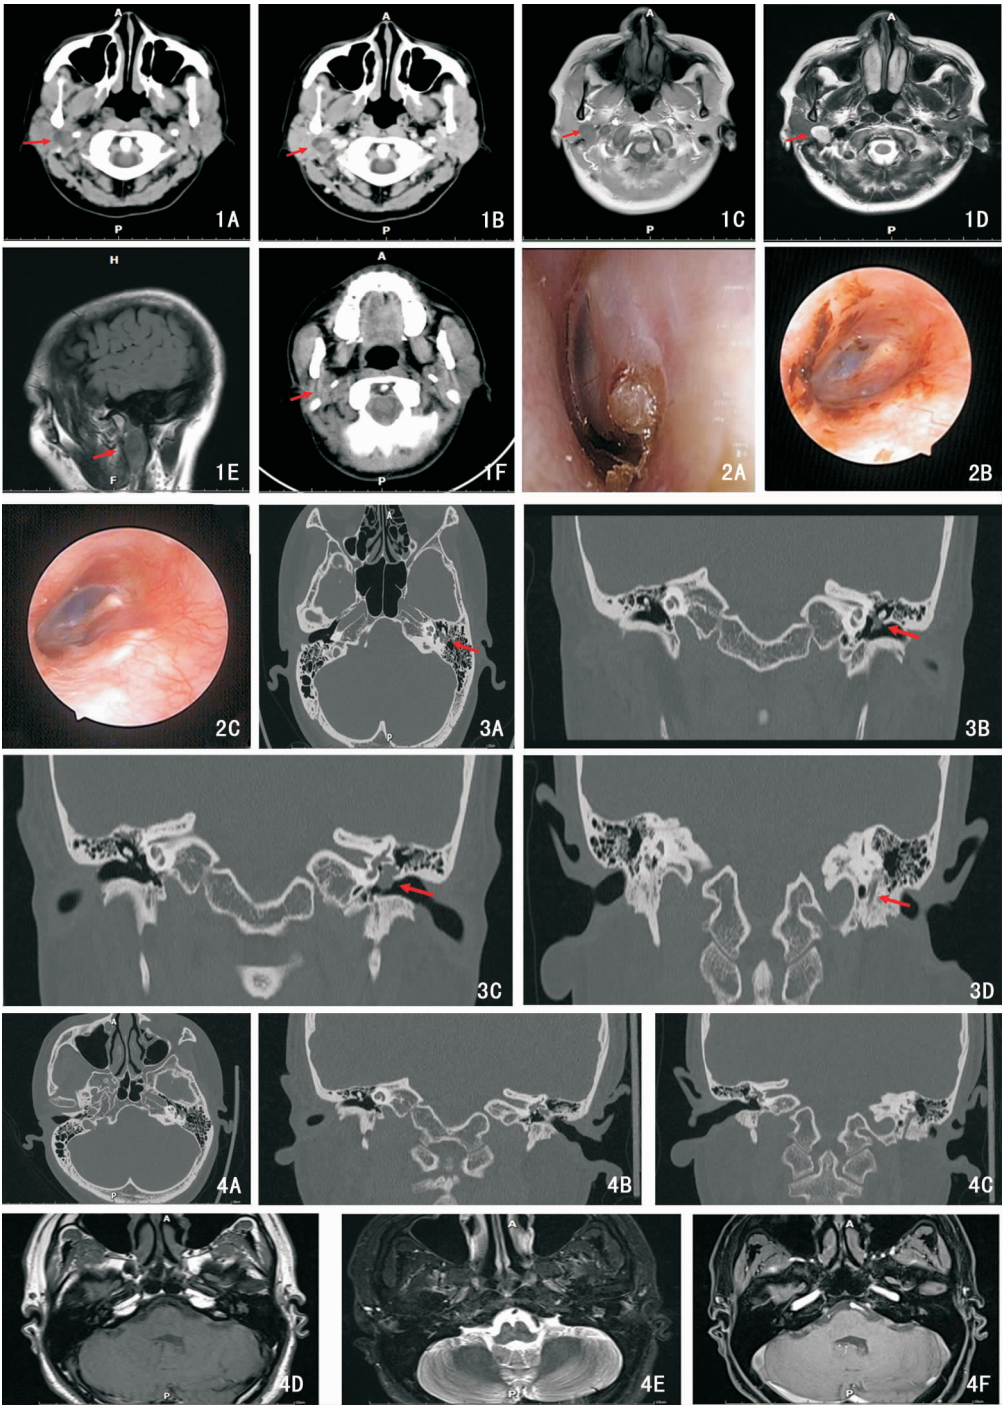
病例 3 面神经鞘瘤影像学检查 (箭头所示) 1A、B:术前水平位 CT;1C:术前水平位 MRI T1 等信号;1D:术前水平位 MRI T2 高信号;1E:术前矢状位 MRI;1F:术后 1 年水平位 CT 复查 图 2 病例 7 面神经纤维瘤耳内镜图像 2A:术前耳内镜检查;2B:术后 1 个月耳内镜复查;2C:术后 7 个月耳内镜复查 图 3 病例 7 面神经纤维瘤术前影像学检查 (箭头所示) 3A:术前水平位 CT;3B~D:术前冠状位 CT 图 4 病例 7 面神经纤维瘤术后影像学检查 4A:术后 7 个月水平位 CT 复查;4B、C:术后 7 个月冠状位 CT 复查;4D~F:术后 8 个月水平位 MRI 复查
